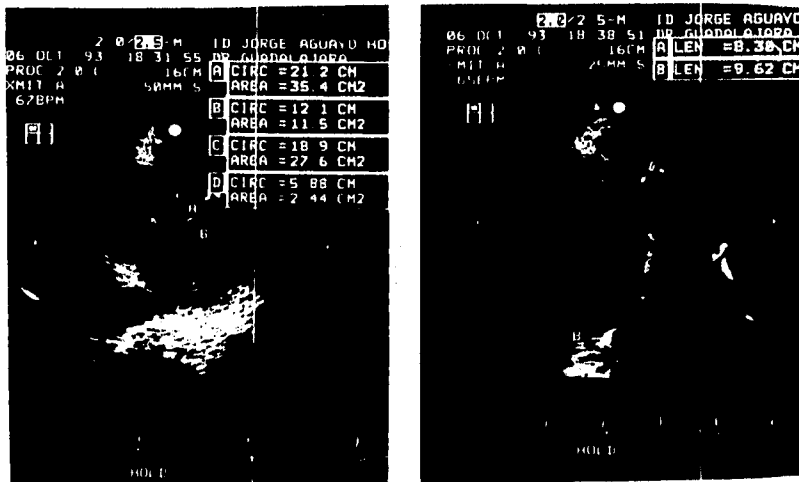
Cálculo de la masa ventricular izquierda según las recomendaciones de la Sociedad Americana de Ecocardiografía.
